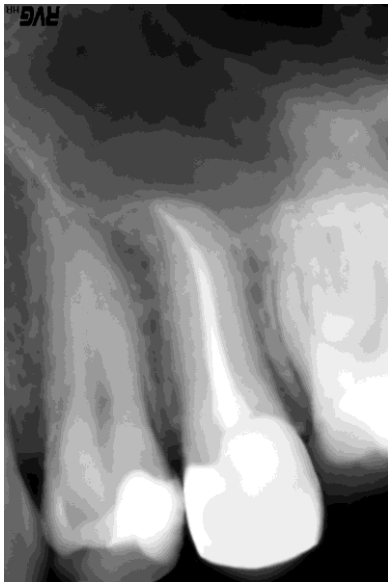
Рентгенограма 25 зуба хворого Н., 31 року через 1,5 року після проведеного ендодонтичного лікування.
